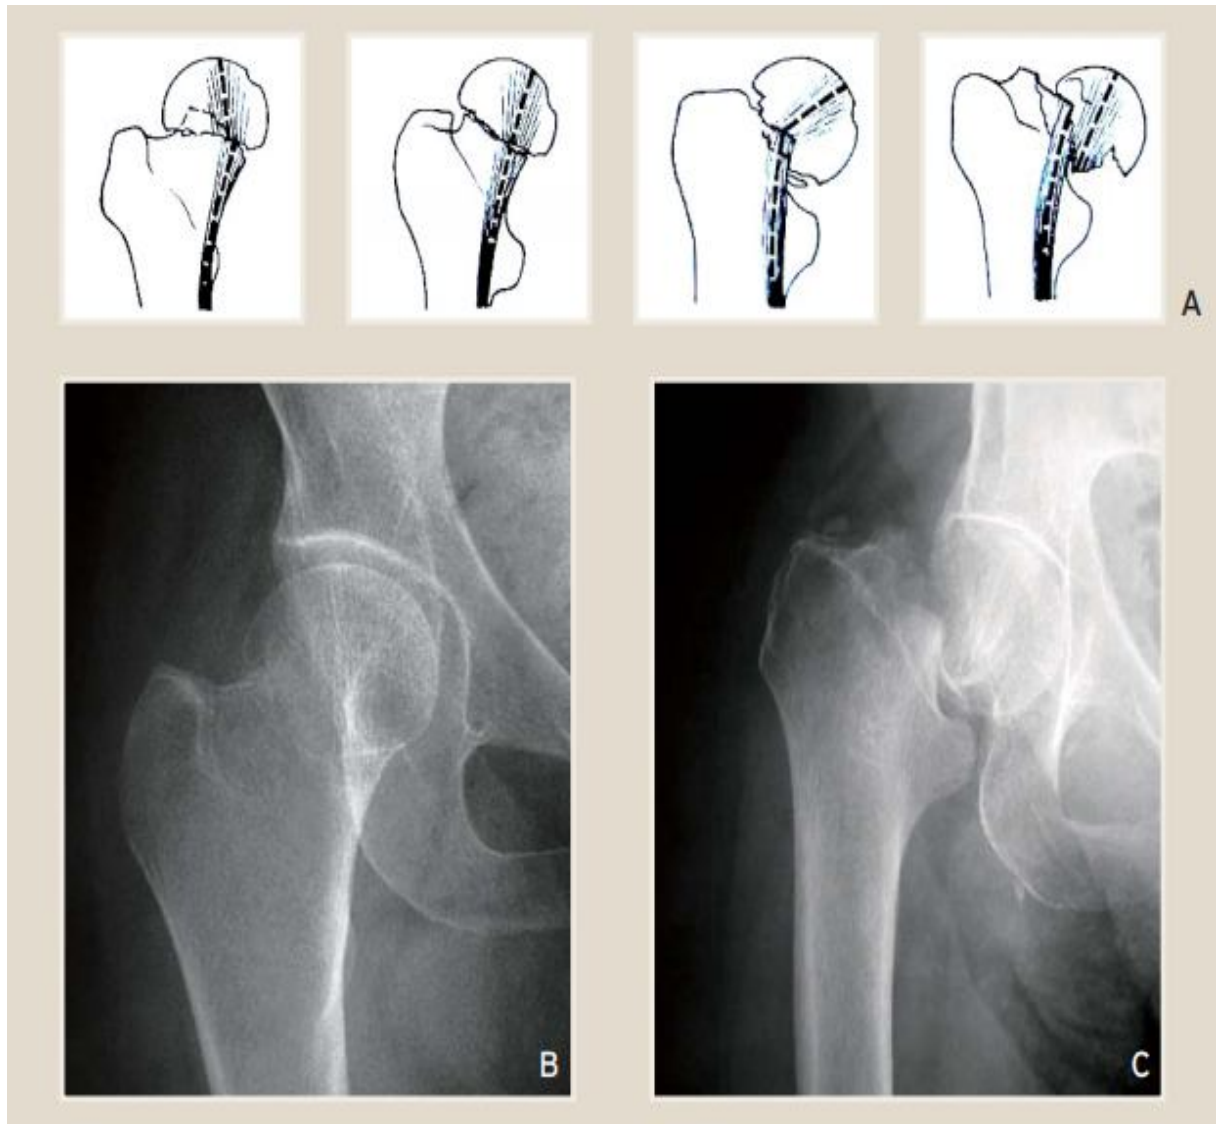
La classification de Garden(A) radiographie de face de la hanche montrant une fracture cervicale Garden I(B) - Garden IV(C) [36]
